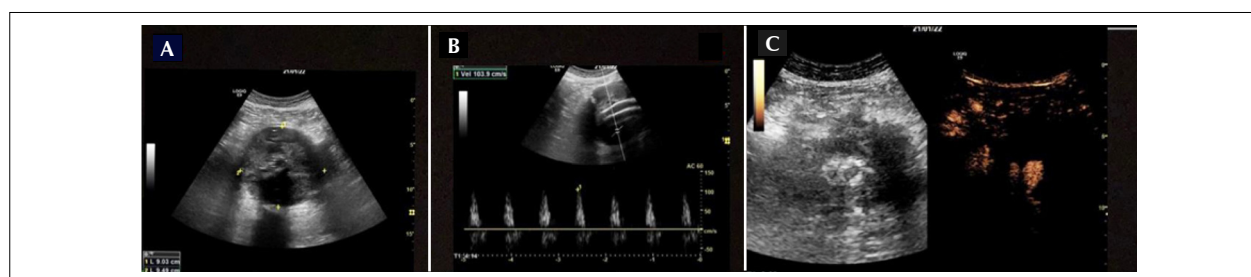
(A) Ultrassom modo B: medida dos diâmetros anteroposterior e transversos. (B) Doppler espectral: registro de fluxo com velocidade elevada no interior do saco aneurismático. (C) Ultrassom com contraste de microbolha (SonoVue® Bracco): vazamento através do ramo direito da endoprótese.
